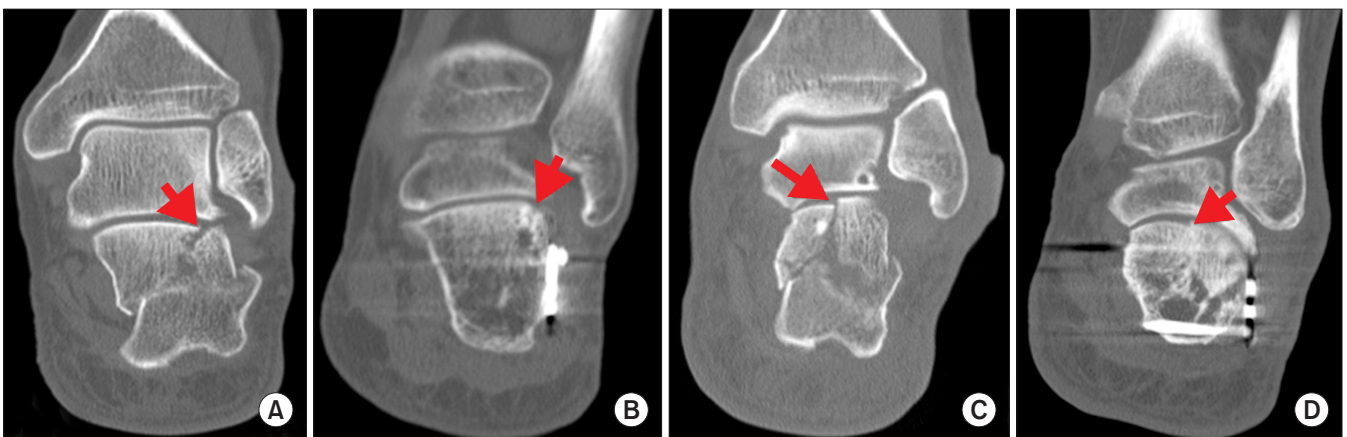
Computed tomographic images show preoperative articular gap (A, arrow), postoperative articular gap (B, arrow), preoperative articular step-off (C, arrow), and postoperative articular step-off (D, arrow) in the intra-articular calcaneal fracture.
